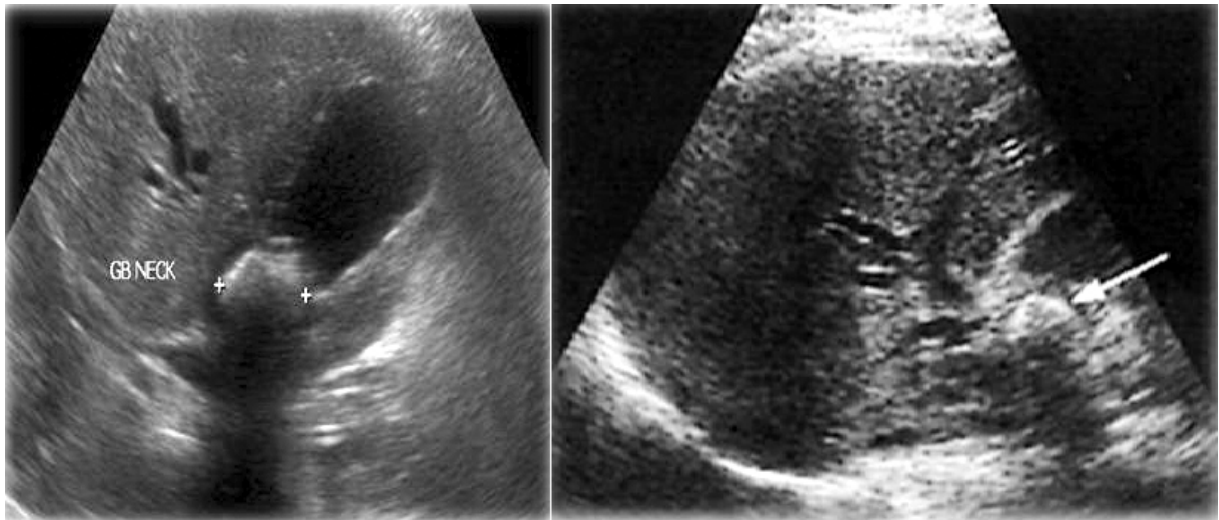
Échographie montrant les caractéristiques du syndrome de Mirizzi, une vésicule biliaire à paroi épaisse avec un gros calcul inclus dans la poche de Hartmann.
